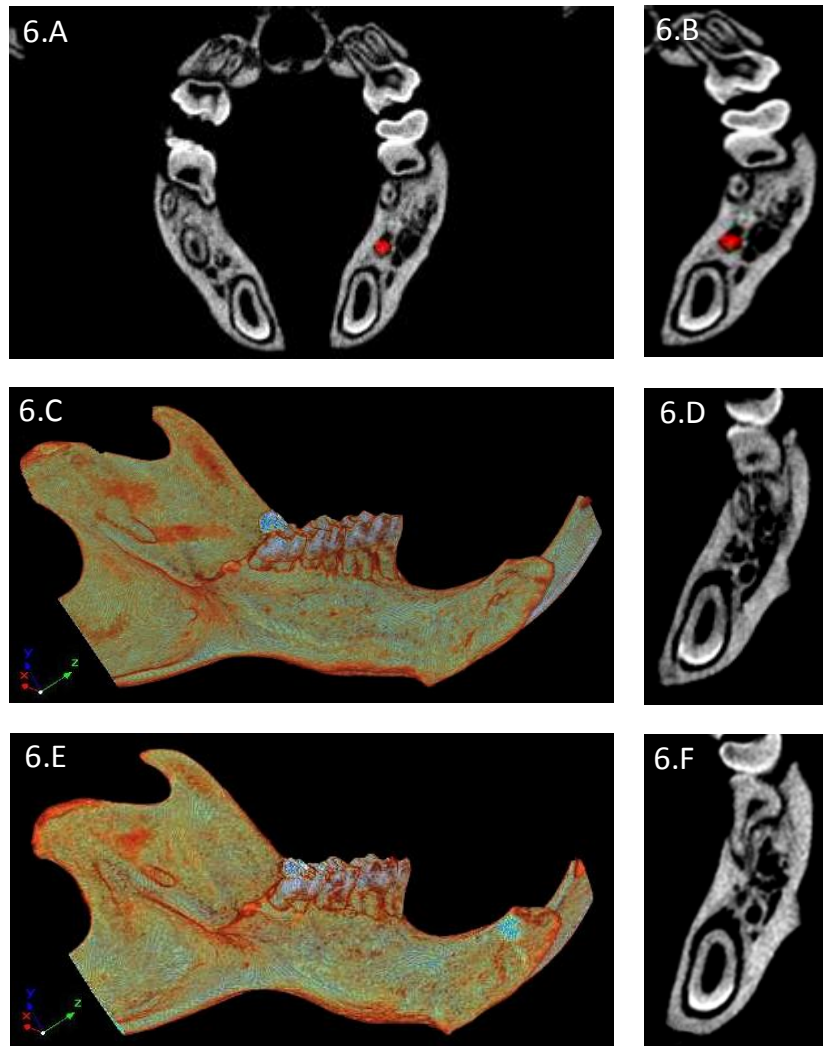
Região de interesse e reconstruções tridimensionais e bidimensionais de Micro-CT de hemimandíbula esquerda (lado irradiado). A – Corte axial demonstrando o ROI trabecular mandibular (círculo em vermelho); B - ROI trabecular mandibular em maior aumento; C e D – Reconstrução tridimensional e bidimensional do grupo CNT; E e F - Reconstrução tridimensional e bidimensional do grupo OZT.
